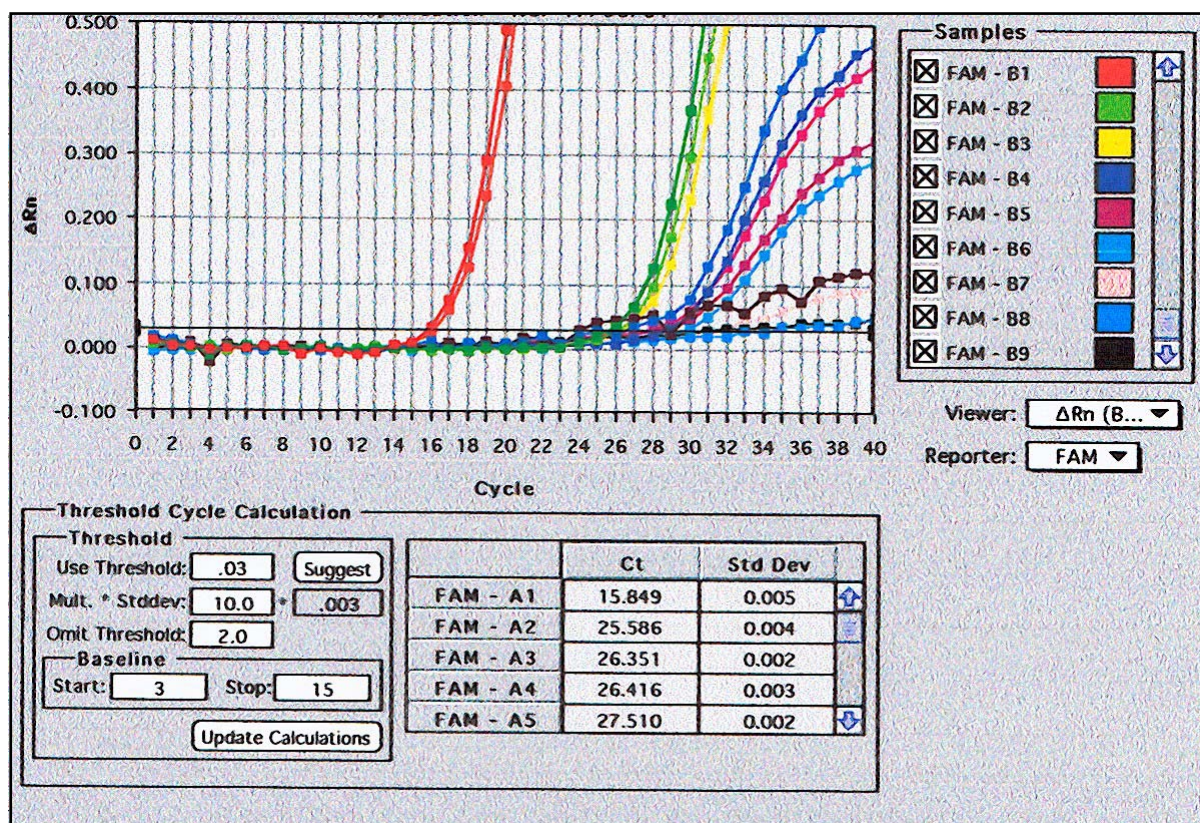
Courbes d'amplification obtenues à partir de 500 ng d'ARN des lignées cancéreuses mammaires humaines. En abscisse : nombre de cycles de PCR. En ordonnée : intensité du signal de fluorescence. Deux lignées hormono-sensibles, MCF-7 et T47D, ayant conservé plusieurs caractéristiques de l'épithélium mammaire différencié, et deux lignées hormono-insensibles, MDA-MB-231 et BT20, très peu différenciées sont utilisées pour déterminer l'expression du NGF
